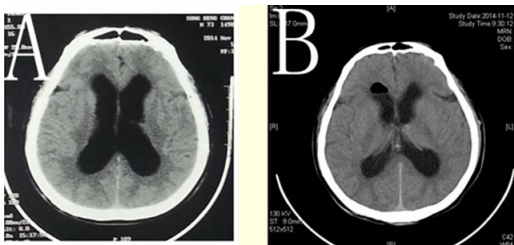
松果体区肿瘤引起的梗阻性脑积水内镜下第三脑室底造瘘术前后CT
